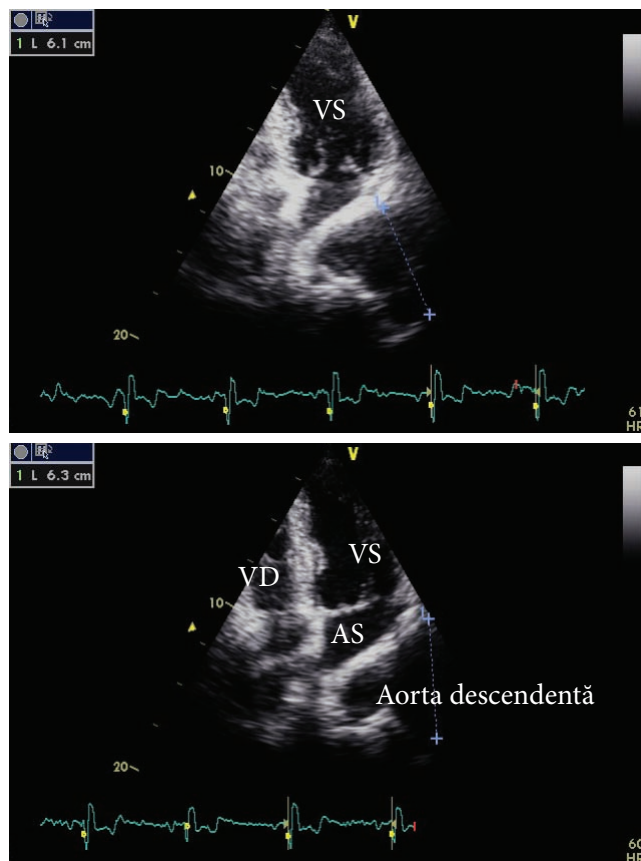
Ecocardiografie transtoracică, secțiune apicală modificată ce evidențiază spațiul transsonic aparent adiacent AS de maxim 64 mm (aortă descendentă dilatată) (VS ventricul stâng, AS atriul stâng).
